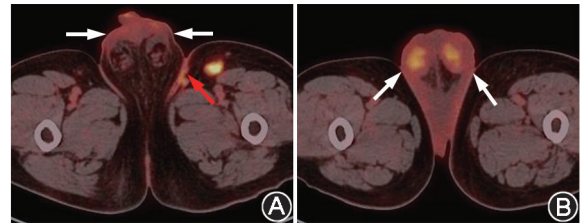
肾透明细胞癌合并乳房外 Paget 病患者(男, 58 岁) ^{18}F -FDG PET/CT 显像图 横断面 PET/CT 融合图像可见左侧腹股沟皮肤增厚并代谢增高(A; 红箭头示),阴囊增厚并代谢增高(A, B; 白箭头示)
